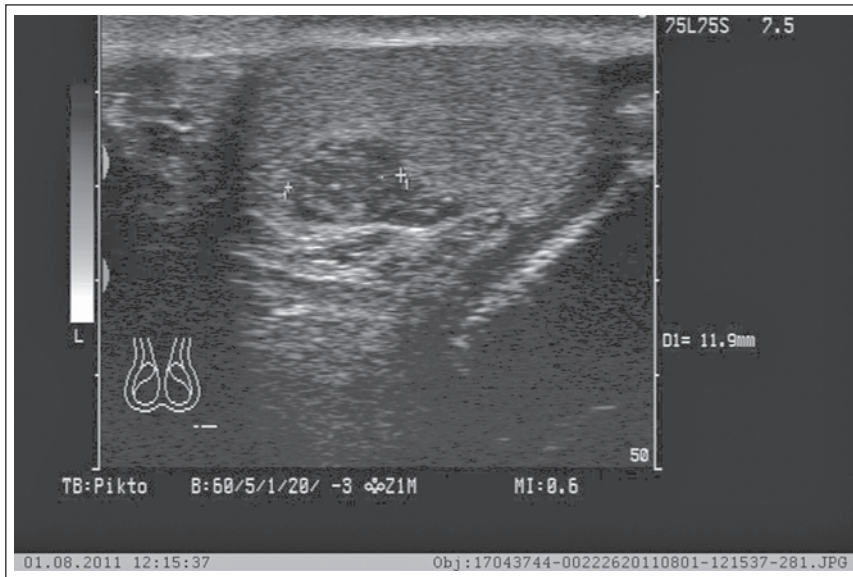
Sonographie Hoden links, 7,5 MHz Schallkopf Siemens Sonoline Adara. 22-jähriger Patient, AGS mit Salzverlust (IVS-13, A/C $\geq$ G homozygot). Therapie mit Hydrokortison und Fludrokortison. Aufgrund von Non-Compliance unzureichende Einstellung des AGS (17-OHP 45,9 µg/l; Referenz 0,5–2,4 µg/l). © Jens Jacobeit.
